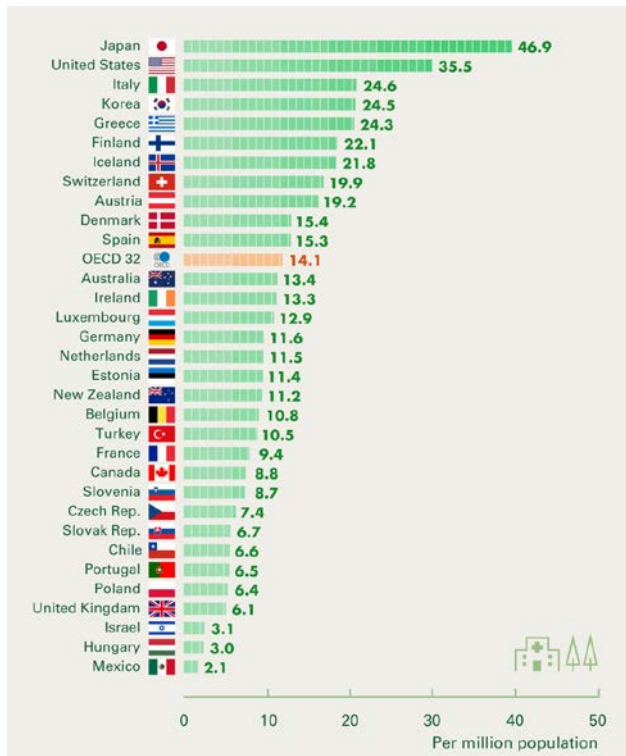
OECD加盟国のMRIスキャナー数(左図)および施行件数(右図)。
